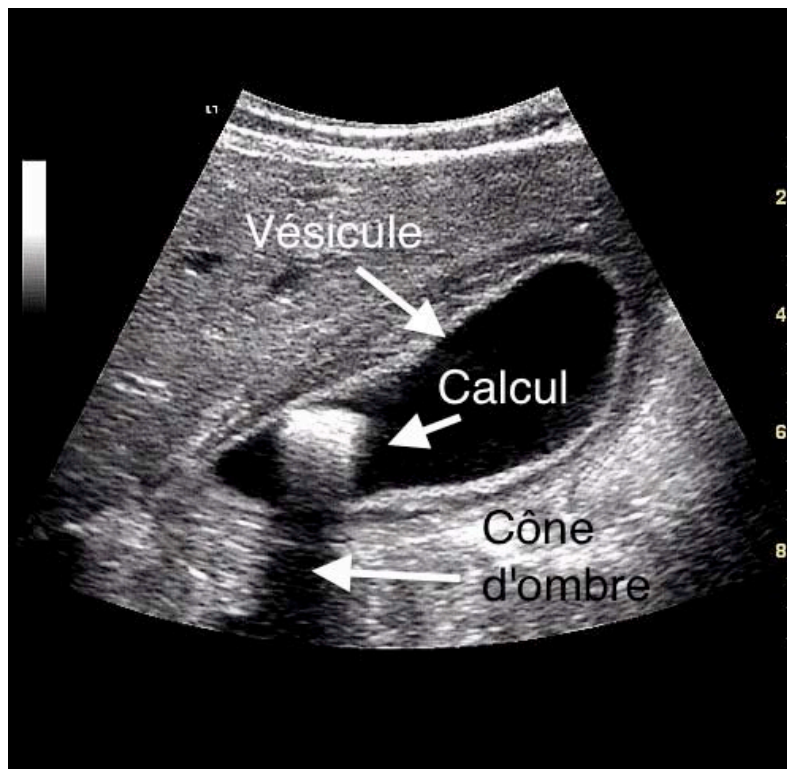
aspect échographique d'une cholécystite aiguë lithiasique. []
